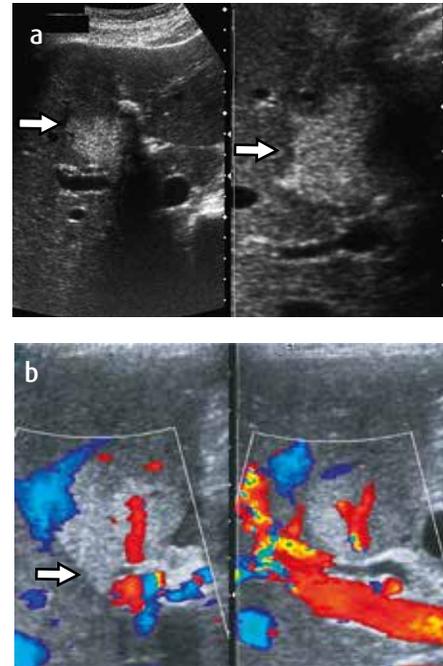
Error cometido durante el análisis racional, categoría Analogía falsa. La ecografía en modo B (imagen A, flechas blancas) y Doppler color (imagen B, flecha blanca) muestra lesión ecogénica hepática que no tiene efecto de masa sobre los vasos. A pesar de los argumentos en contra, se diagnostica hemangioma. La evolución y los estudios posteriores confirman que se trata de infiltración grasa focal
